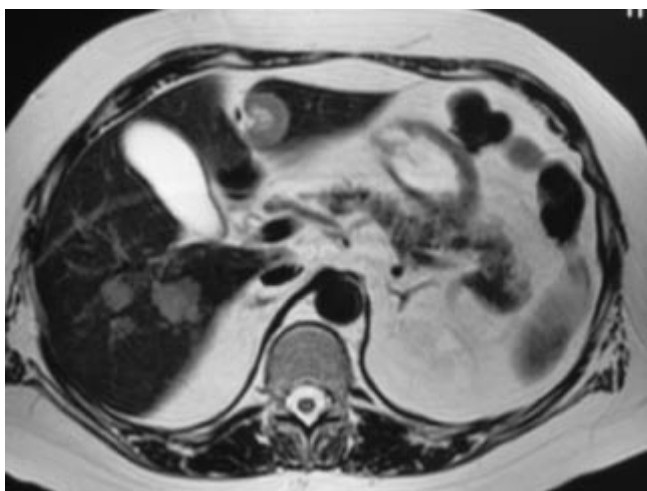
RM secuencia T2 axial con múltiples nódulos metastásicos de mayor señal en relación al hígado.
